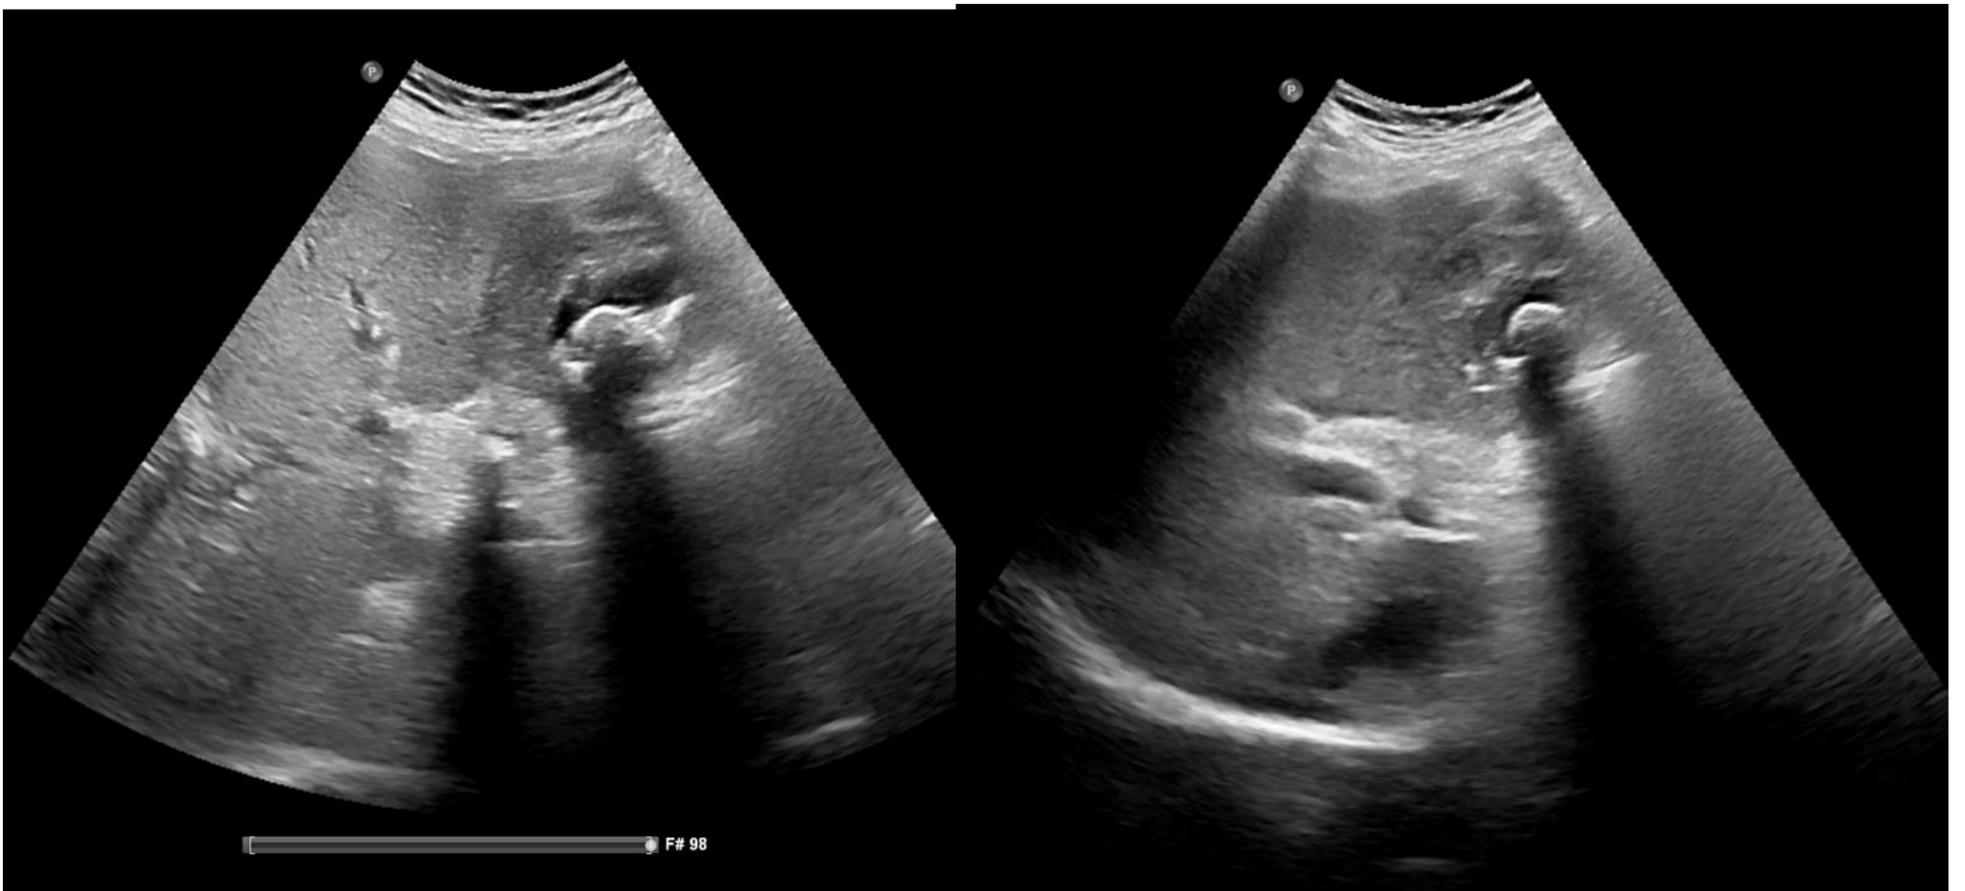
Ecografía abdominal. Vesícula mal definida con un engrosamiento irregular de su pared. Se identifica una colelitiasis en su interior y pequeñas calcificaciones adyacentes.
